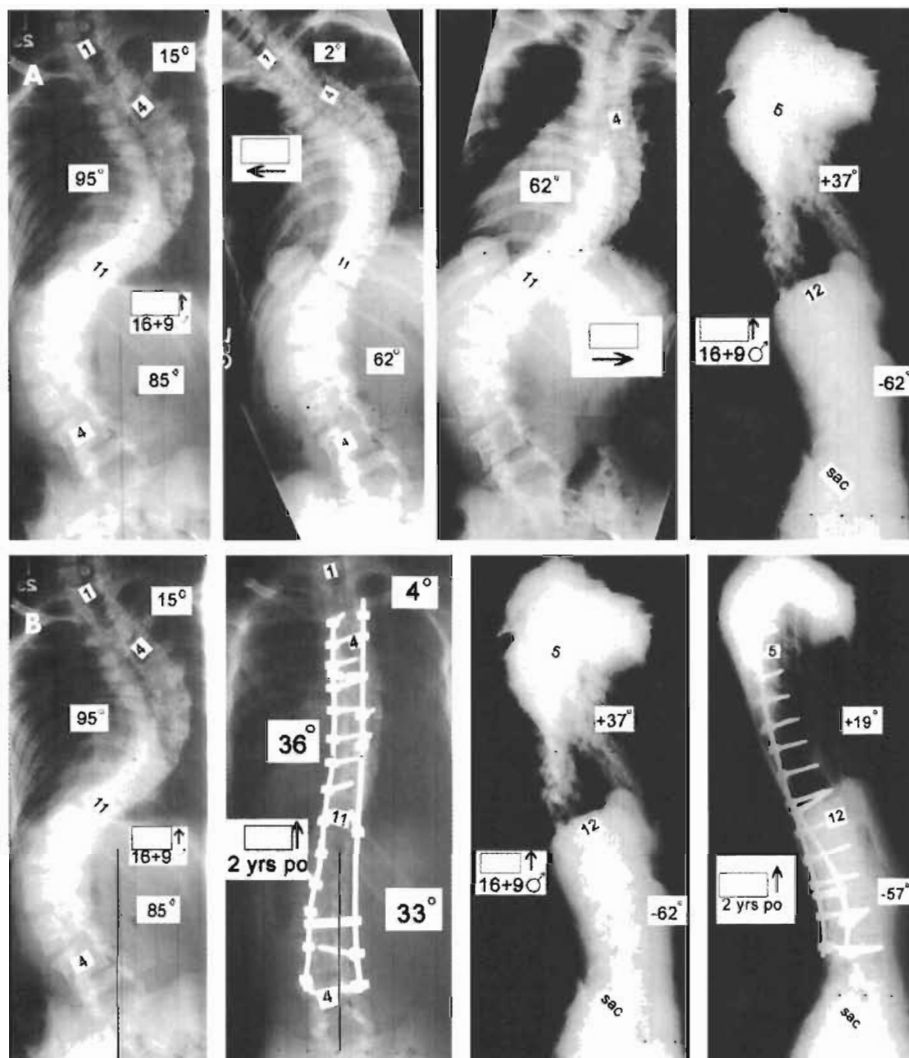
Radiografías de un chico de 16 años con una curva PT de 15°, una curva MT de 95° y una EIA lumbar de 85°. A. En la prueba de lateralización izquierda, la curva PT disminuyó a 2° y la curva lumbar a 62°. En la prueba de lateralización derecha, la curva mayor MT disminuyó hasta 62°. La cifosis sagital T5-T12 es de +37°, por lo que el modificador sagital es «N». La línea vertical sacra central cae bastante medial con respecto al ápex lumbar desplazado lateralmente, por lo que el modificador lumbar es C. La clasificación de Lenke de esta curva es 3CN. B. Se intervino al paciente con una fusión e instrumentación posterior segmentaria con tornillos pediculares, desde T3 hasta L4. A los dos años de la cirugía se logró una excelente alineación coronal y sagital.
